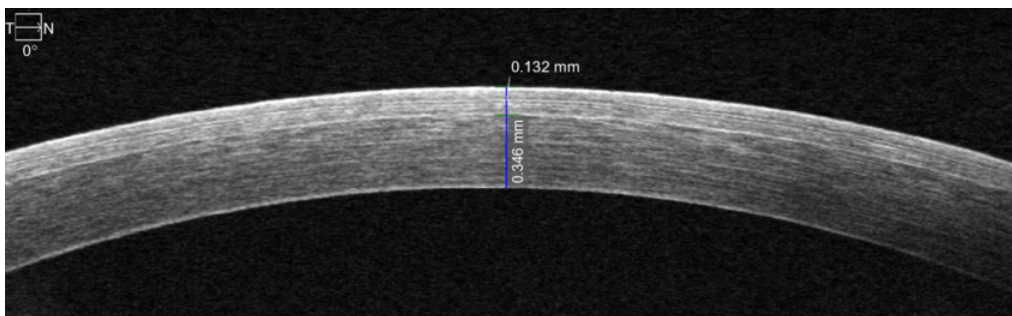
Tomografía de coherencia óptica (OCT) de alta definición en el centro de la córnea. La medición superior muestra el FT (132 μm) y la inferior mide el RSB (346 μm)
